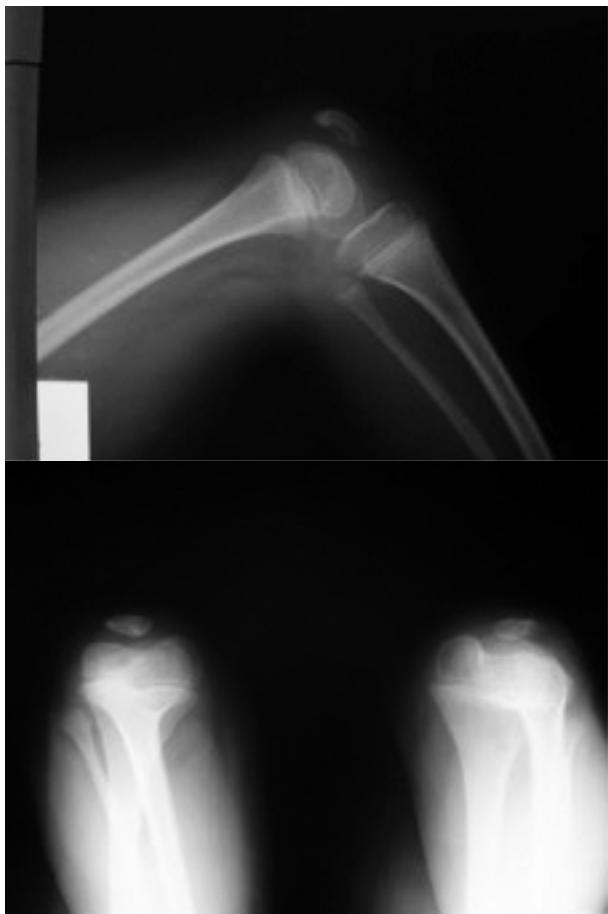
Postop. 6. ay her iki diz ön arka grafisi.
